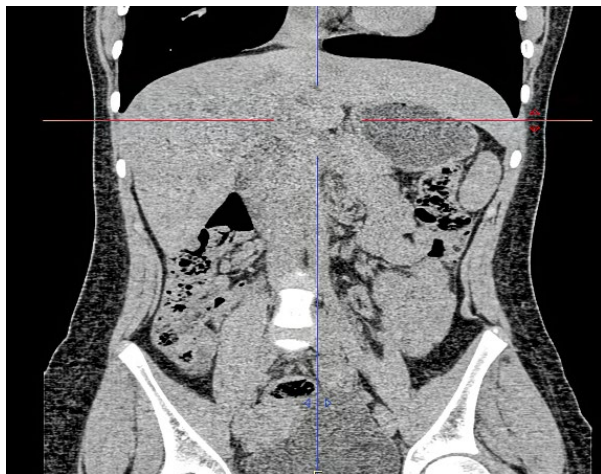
КТ брюшной полости. Удлинненная левая доля печени, простирающаяся далеко за срединную линию и доходящая до селезенки
